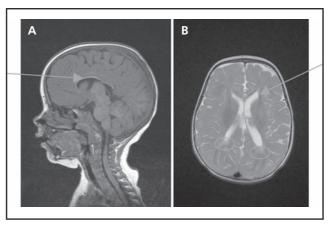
MRI a los 18 meses de edad.
